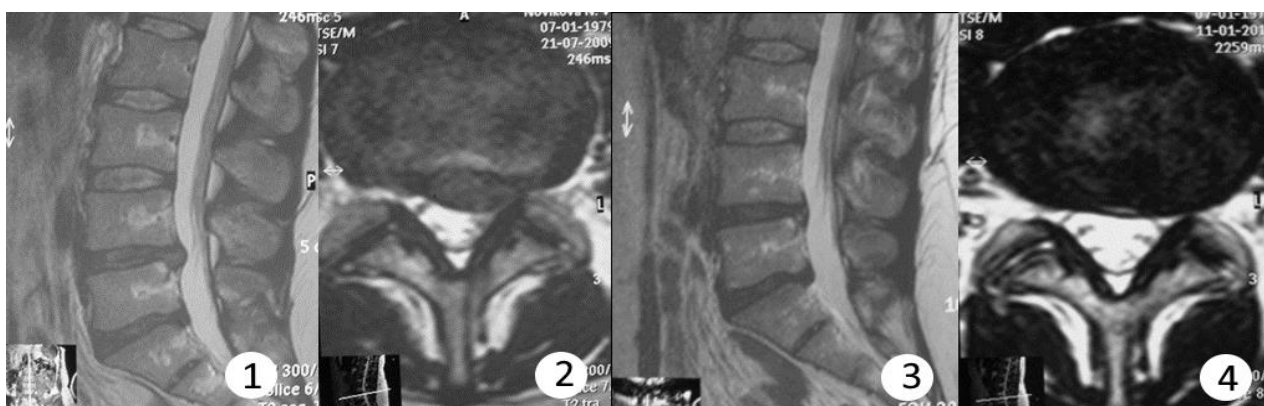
Динамика МРТ, ТВ2 ВИ до и после пункционной гидродискэктомии L4L5, Т2 ВИ: 1, 2 – до операции, 3,4 – через 5,7 месяцев после операции
